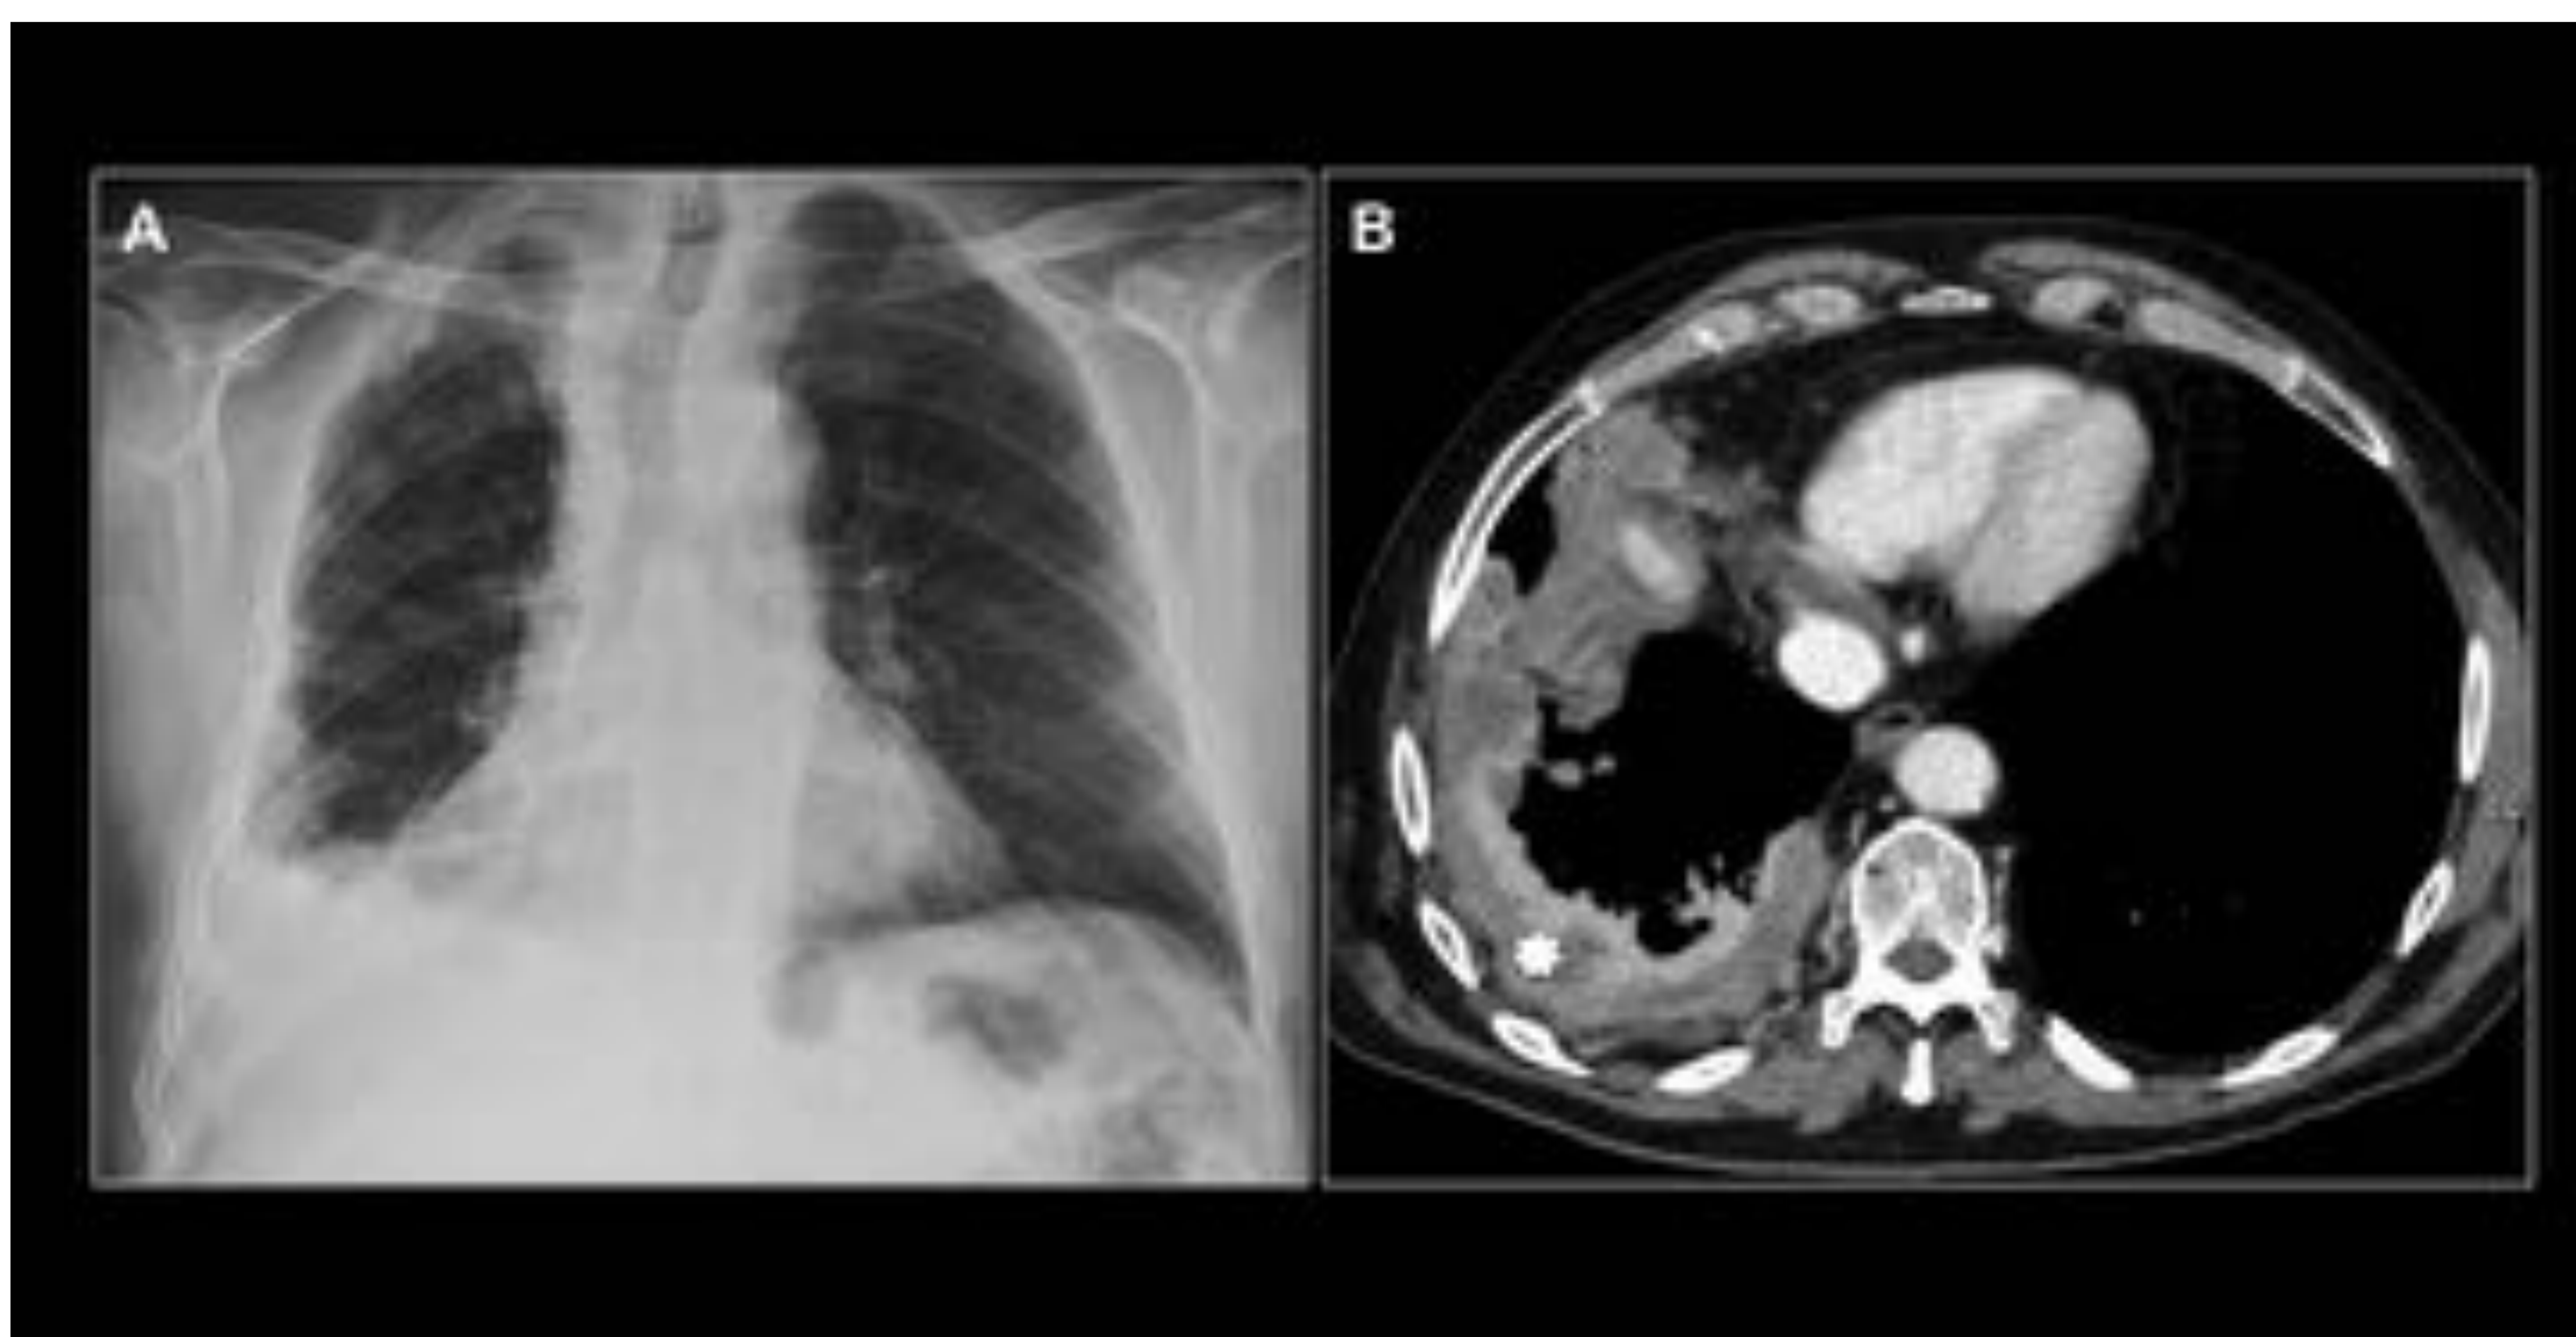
Mesotelioma maligno. Radiografía de tórax (A) y Tc tórax con contraste (B). Mesotelioma maligno (asterisco blanco) que se presenta con derrame pleural derecho loculado y engrosamiento pleural nodular hipercaptante. Hospital Universitario Central de Asturias.
